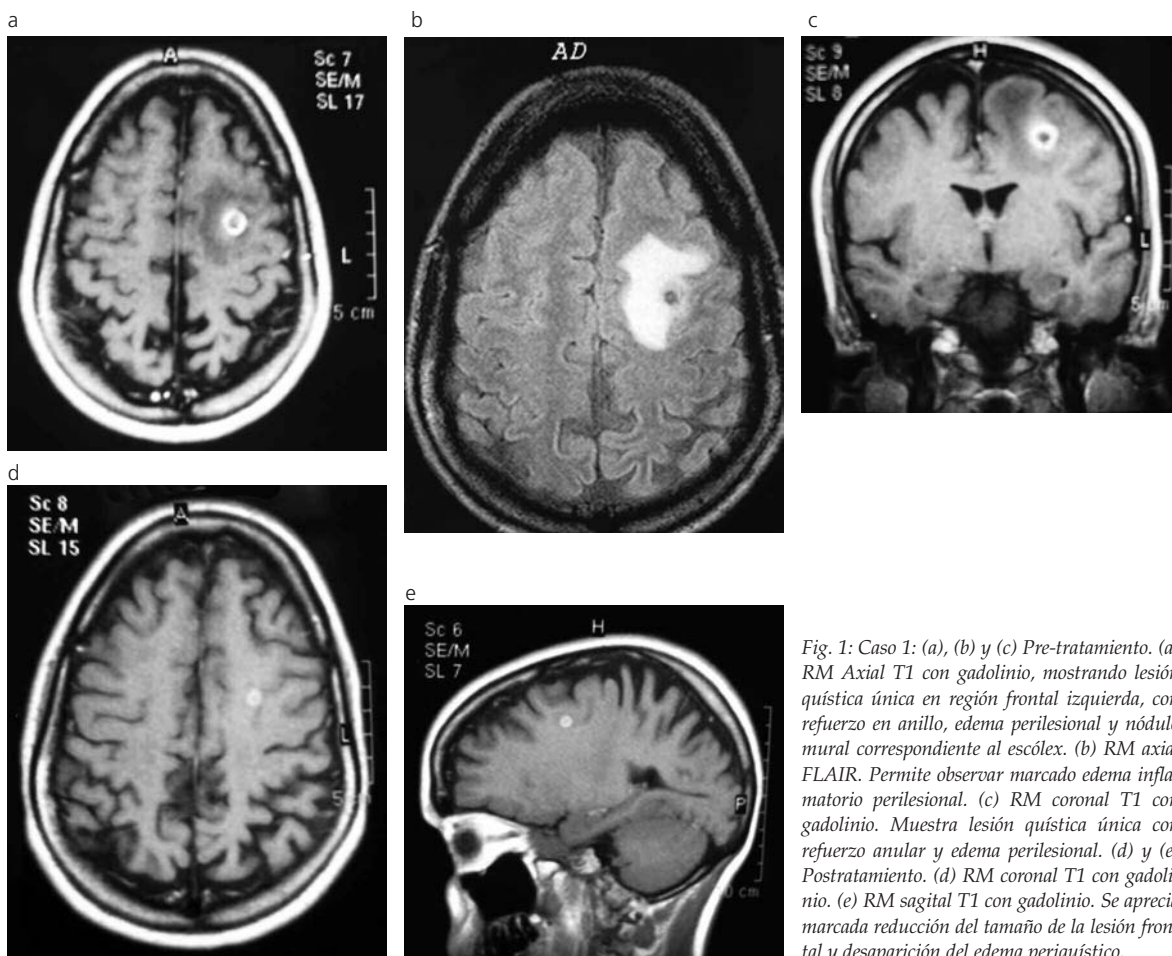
Caso 1: (a), (b) y (c) Pre-tratamiento. (a) RM Axial T1 con gadolinio, mostrando lesión quística única en región frontal izquierda, con refuerzo en anillo, edema perilesional y nódulo mural correspondiente al escólex. (b) RM axial FLAIR. Permite observar marcado edema inflamatorio perilesional. (c) RM coronal T1 con gadolinio. Muestra lesión quística única con refuerzo anular y edema perilesional. (d) y (e) Posttratamiento. (d) RM coronal T1 con gadolinio. (e) RM sagital T1 con gadolinio. Se aprecia marcada reducción del tamaño de la lesión frontal y desaparición del edema periquístico.
